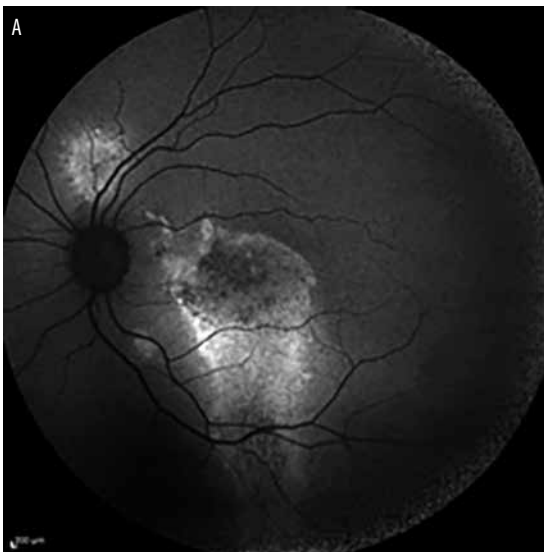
Autofluorescencia en la etapa crónica de la coriorretinopatía serosa central: ejemplos (A y B) y su aspecto en un corte de tomografía de coherencia óptica (C).
